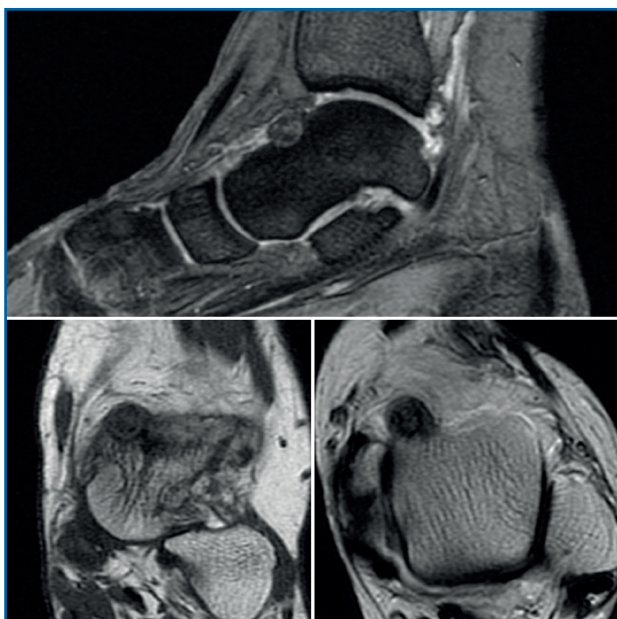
Resonancia magnética nuclear inicial que presenta una tumoración ósea en el cuello del astrágalo con cambios inflamatorios periféricos y abundante edema óseo difuso, sugestivo de osteoma osteoide.
